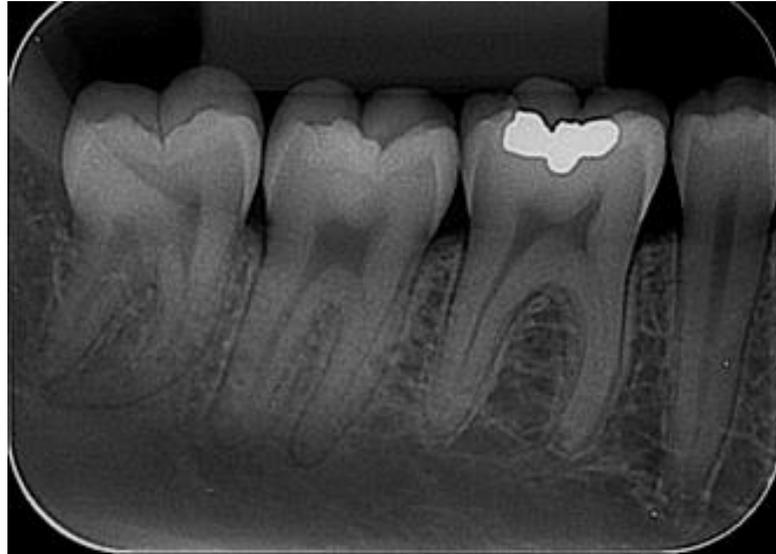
Radiografía dentoalveolar. ¹⁶
